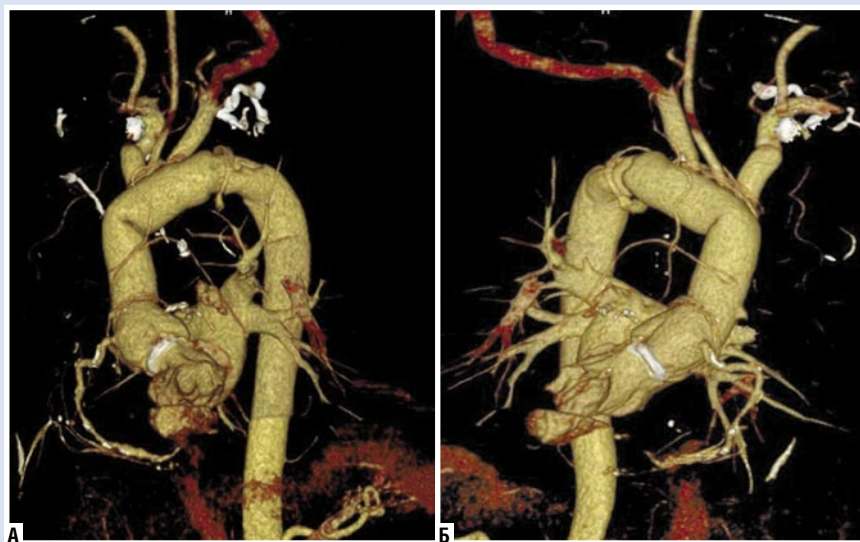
Послеоперационная МСКТ-аортография, 3D-реконструкция аорты. А – визуализация зоны реконструкции после хирургического вмешательства; Б – альтернативная проекция той же зоны реконструкции.
